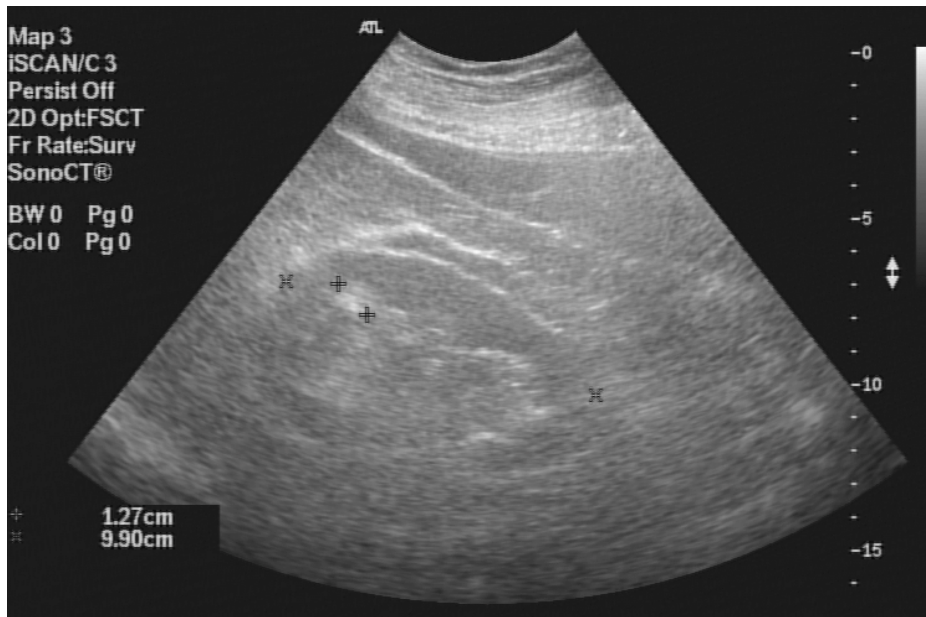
Ecografía de varón en estudio por cólico nefrítico donde se visualiza la existencia de imagen sospechosa de litiasis renal. No se objetivan signos de ectasia renal.
